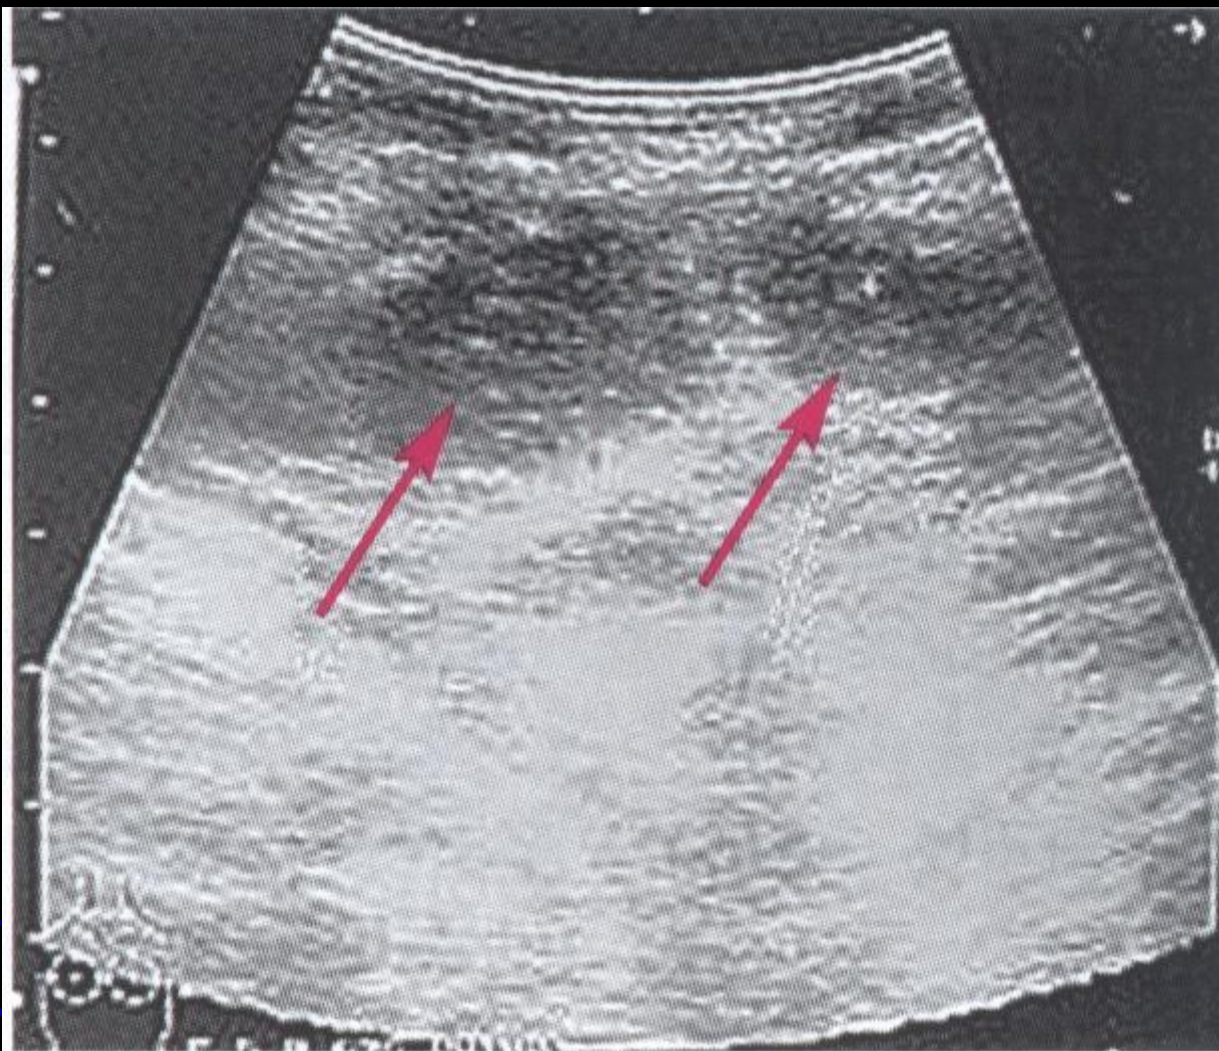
Тот же больной. УЗИ грудной клетки. Увеличение загрудинных лимфоузлов
